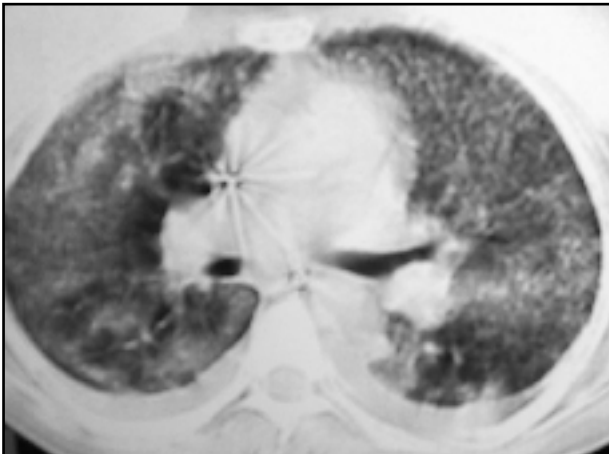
TAC simple de tórax. Obsérvase el infiltrado basal irregular, especialmente en el lado derecho y los implantes mamarios de silicona.
